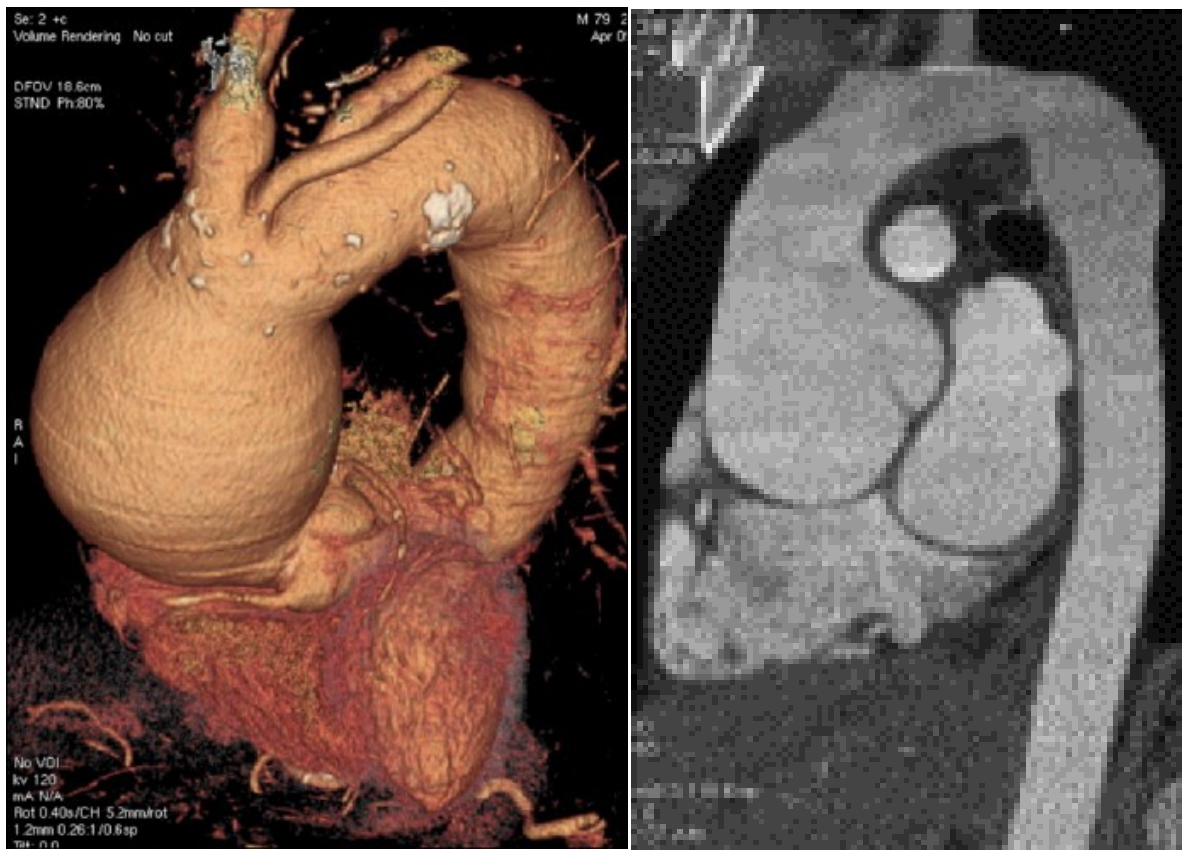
Angio-TDM cardiaque avec reconstruction
